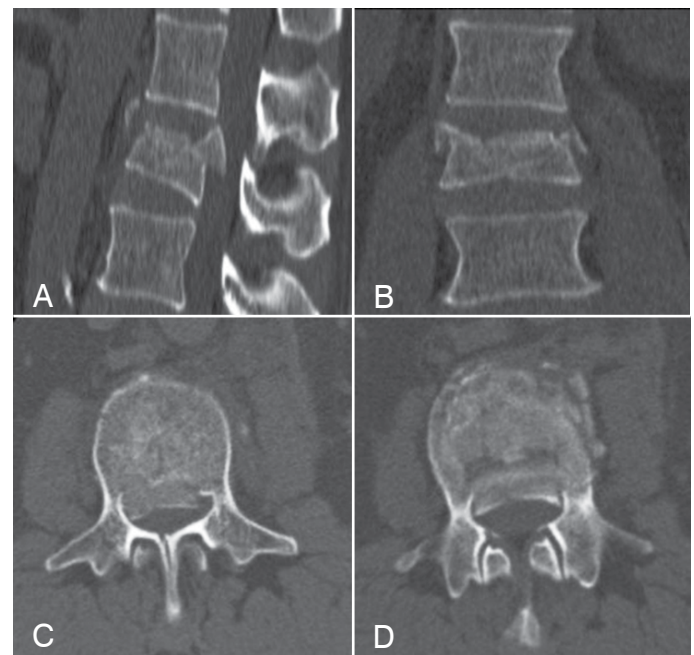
TAC pré-operatório de fratura de L2 tipo burst: A) Sagital; B) Coronal; C e D) Axiais.
